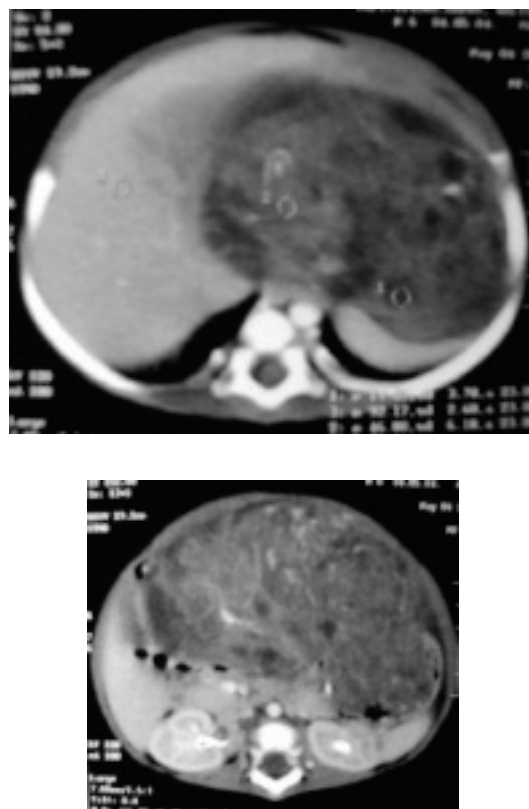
TAC abdominal en la cual se encuentra masa heterogénea con calcificaciones y quistes en su interior. vísceras abdominales.
